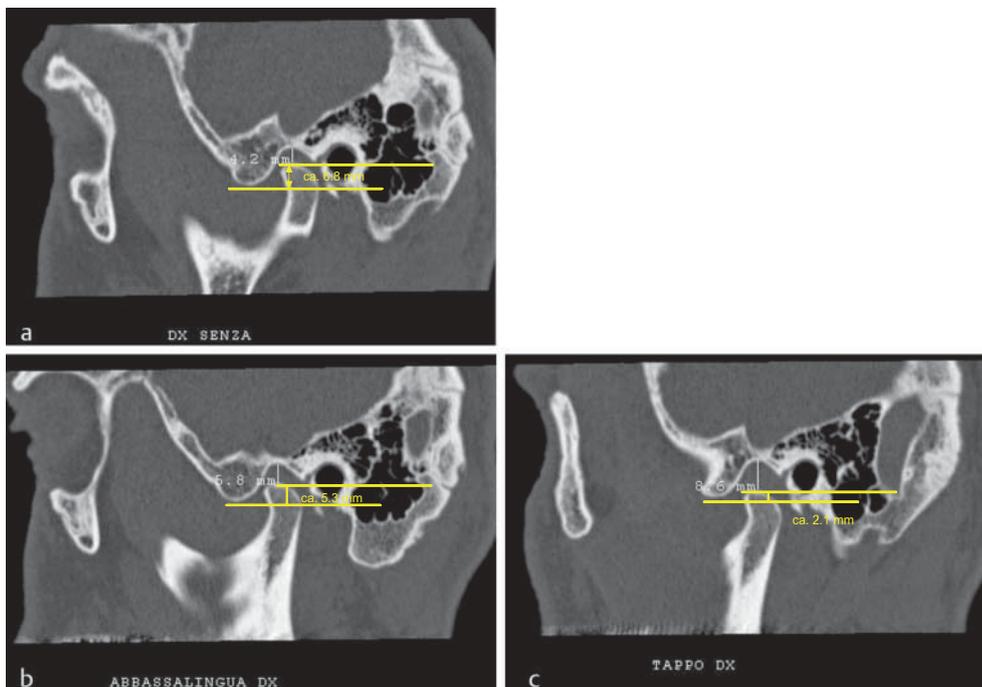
Erstellen der CT-Bilder am 17.05.2009.
